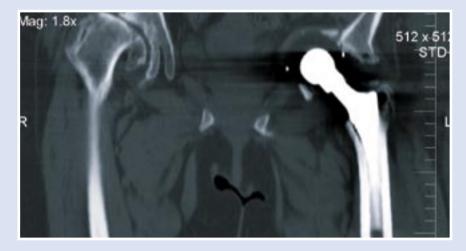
Пациентка Т., 63 года. КТ (фронтальная проекция) через 3 года после операции: дефект передней стенки и дна вертлужной впадины
